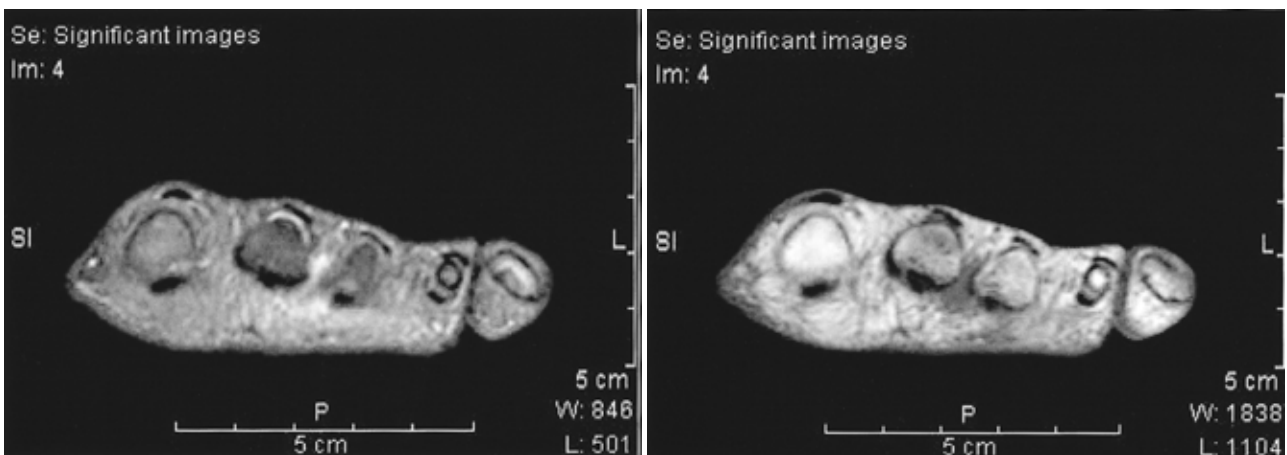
Transverse T1-weighted (left) and T2-weighted (right) MRIs show the bulbous morphology of the perineural mass with plantar extension.
